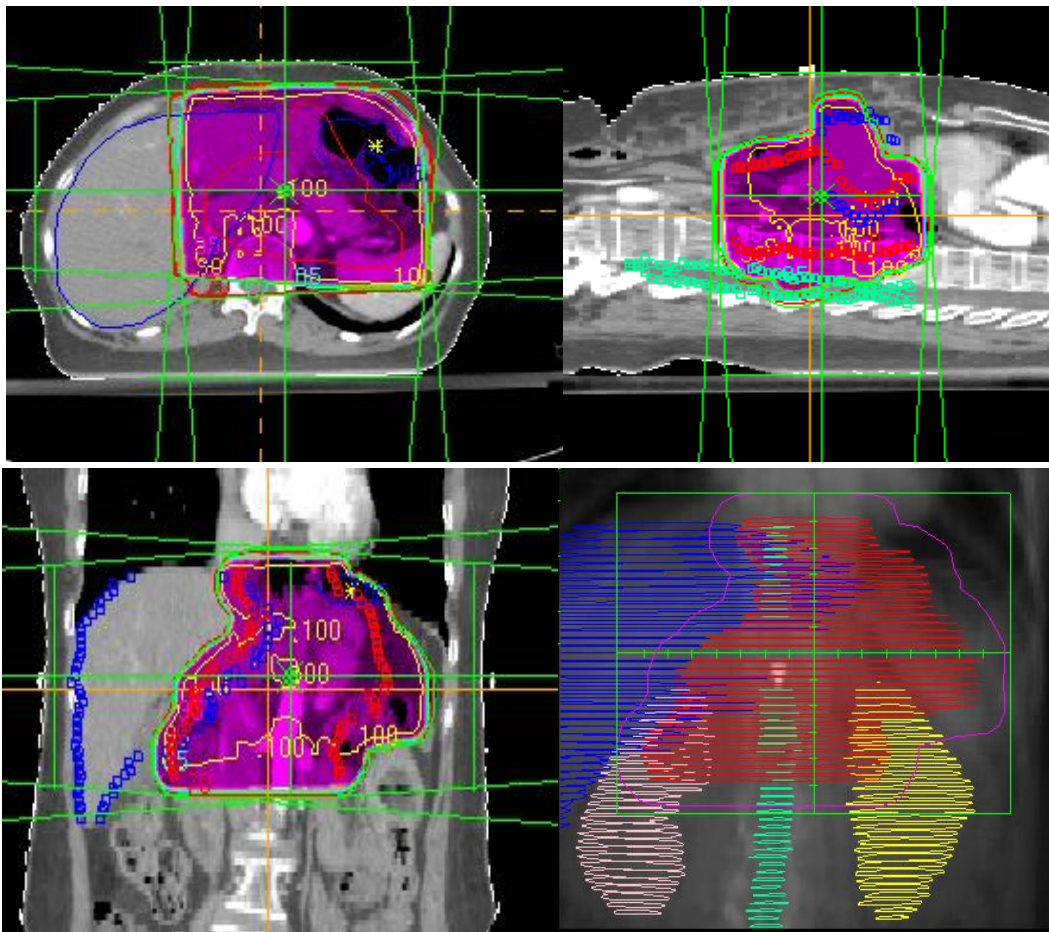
Thể tích xạ trị và các cơ quan nguy cấp được vẽ trên hình ảnh CT mô phỏng (hình ảnh lấy từ máy tính lập kế hoạch xạ trị)
